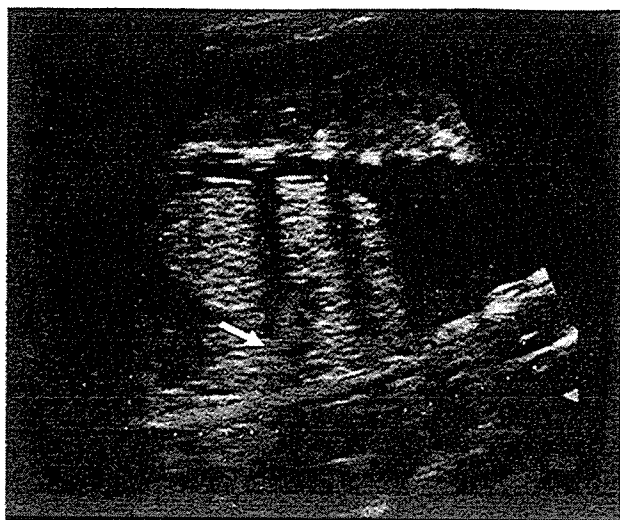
Color Doppler ultrasonography of Case 1 at 30 weeks' gestation, showing a large feeding artery (arrow) arising from the descending aorta.
